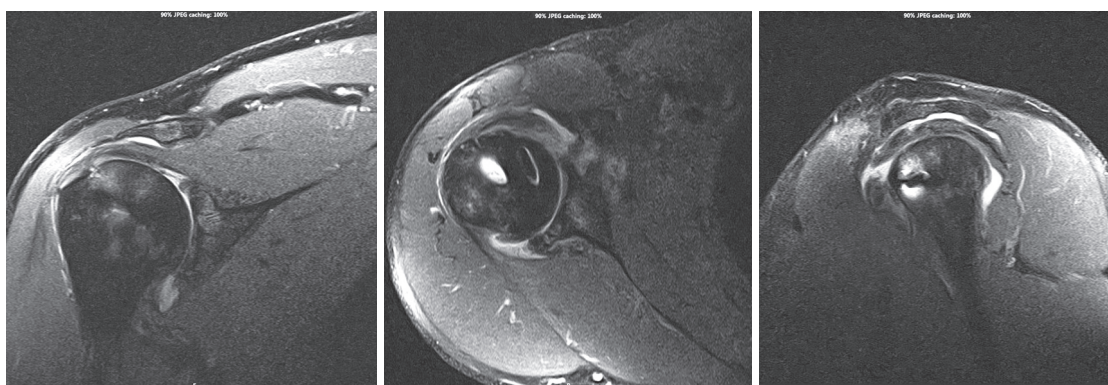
МРТ правого плечевого сустава, коронарный, аксиальный и саггитальный срезы через 6 мес. после операции: сухожилия вращательной манжеты прослеживаются на всем протяжении, положение якорных фиксаторов правильное, умеренный синовит
